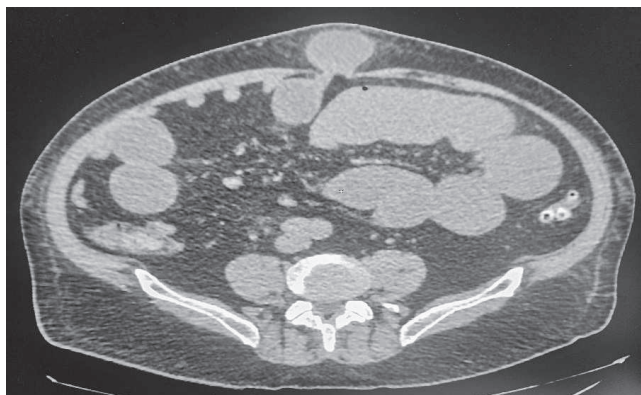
Tomografía donde se observa la hernia de pared.
